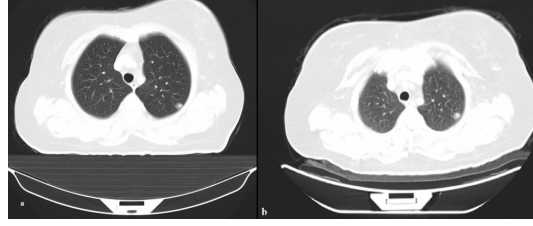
a-Toraks BT'de sağ akciğer üst lob posterior segmentte 14x15mm lobüle nodül, b-PET-BT'de sağ akciğer üst lob posterior segmentte nodüler lezyon (SUVmax:1.1), c-kontrol toraks BT'de sağ akciğer üst lob posterior segmentte boyut artışı olan 17x14mm nodül
